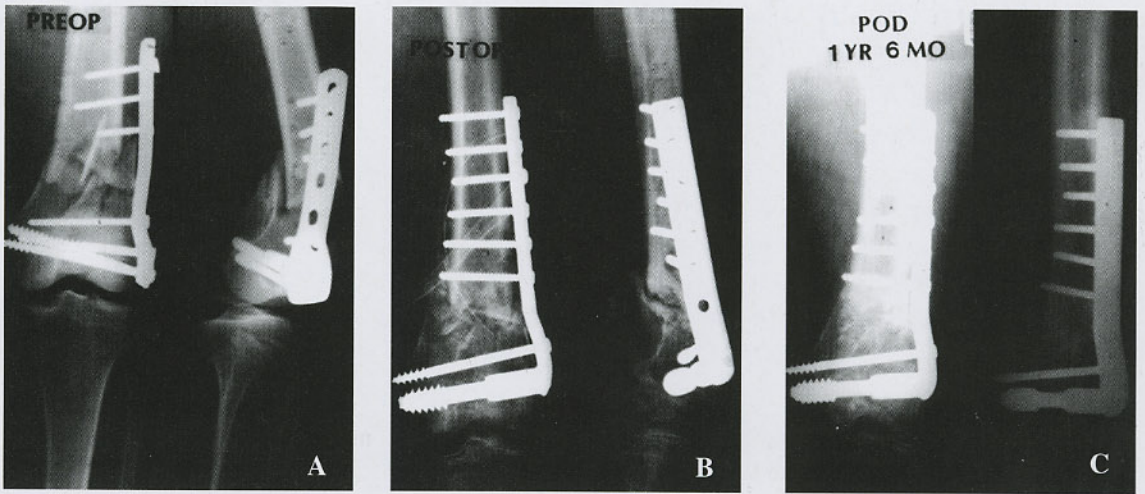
Preoperative radiograph of 62-year old female shows AO type A3 supracondylar fracture pattern, internal fixation state with May anatomical plate, bone defect and nonunion.
